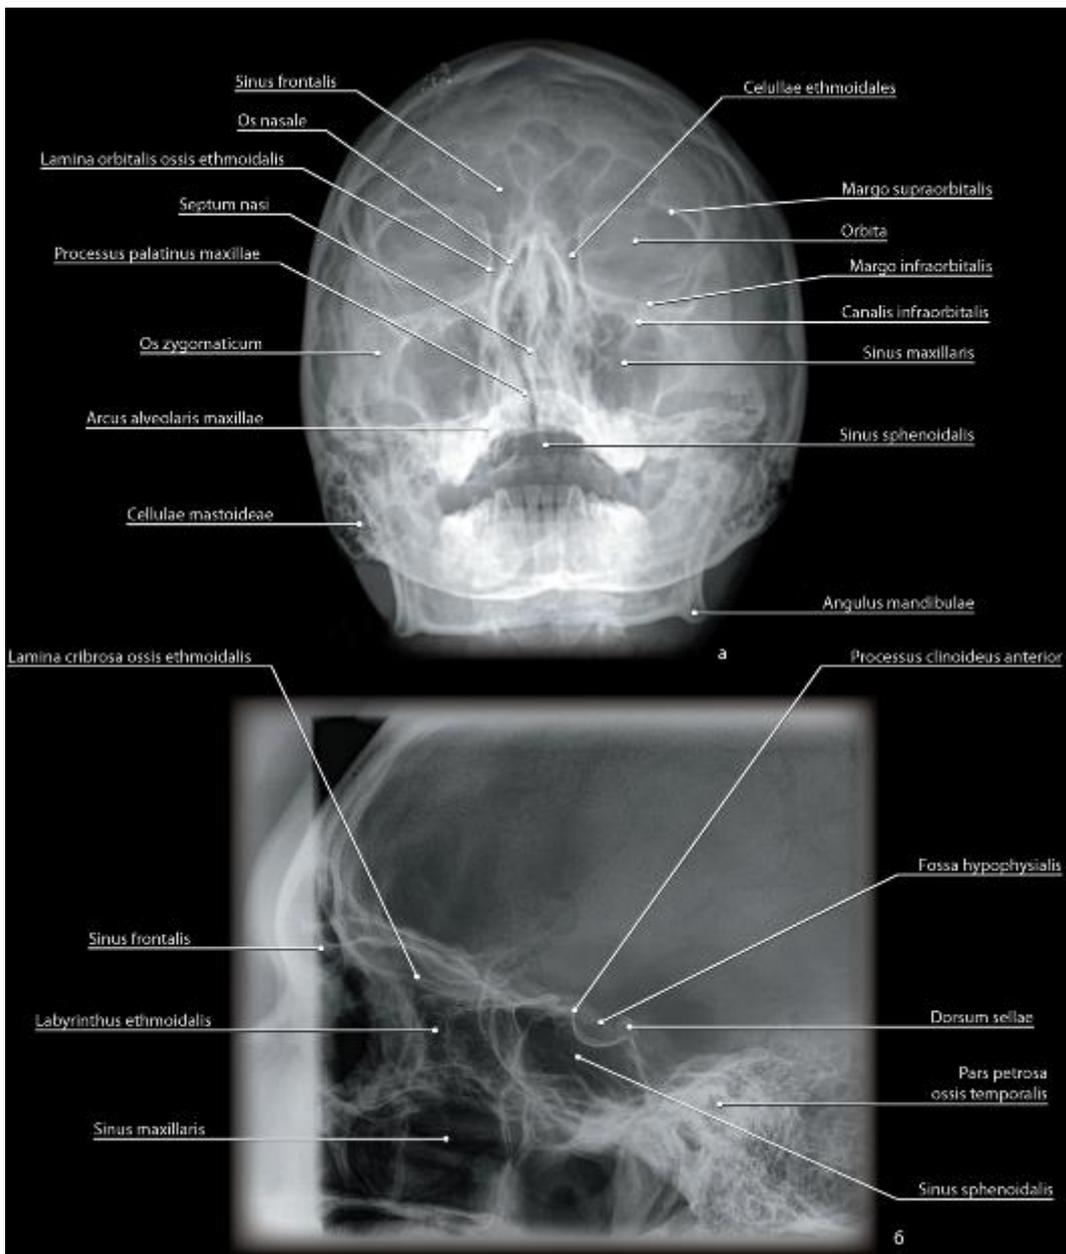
Околоносовые пазухи в рентгеновском изображении: а - рентгенограмма околоносовых пазух, прямая проекция; б - прицельная рентгенограмма клиновидной пазухи и турецкого седла, боковая проекция
